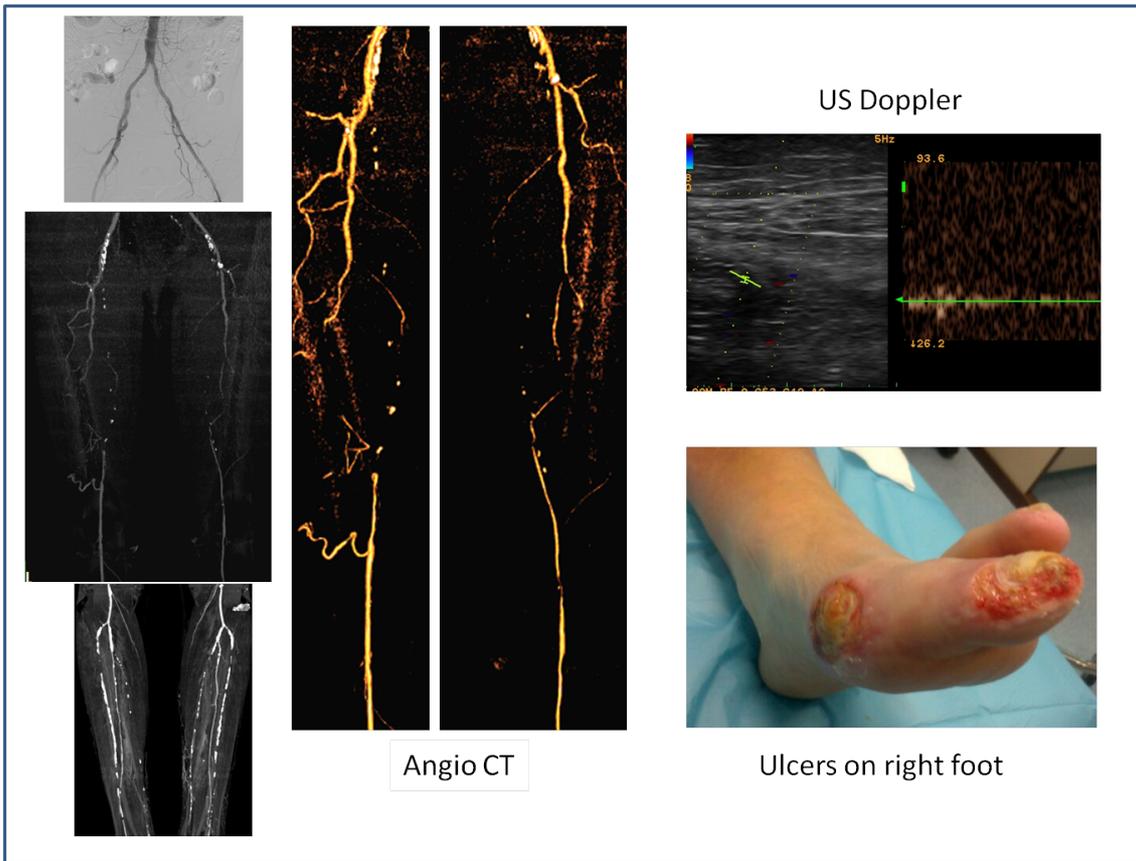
Valoración con angio-CT, inspección y eco Doppler de la lesión.
